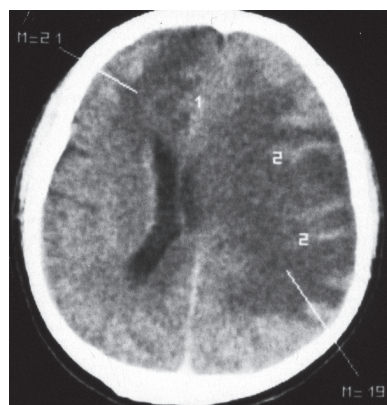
КТ головного мозга на уровне тел боковых желудочков. В области колена мозолистого тела определяется округлой формы патологическое образование с участками распада в центре и зонами отека вокруг. В левом полушарии на фоне обширного отека отмечается инфильтрация борозд полушарий. Левый боковой желудочек сдавлен и смещен вправо.
